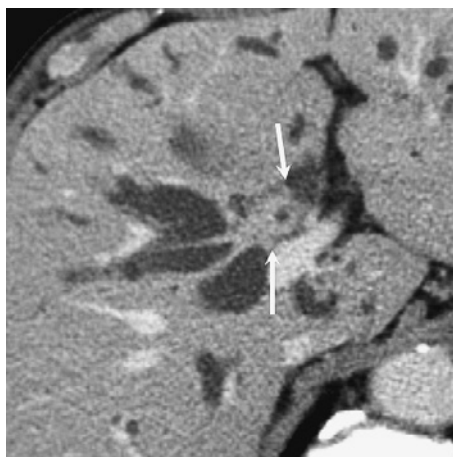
IgG4 関連硬化性胆管炎の CT 像。造影 CT (後期相) では肝門胆管の同心円状の壁肥厚が描出されている (矢印)。
